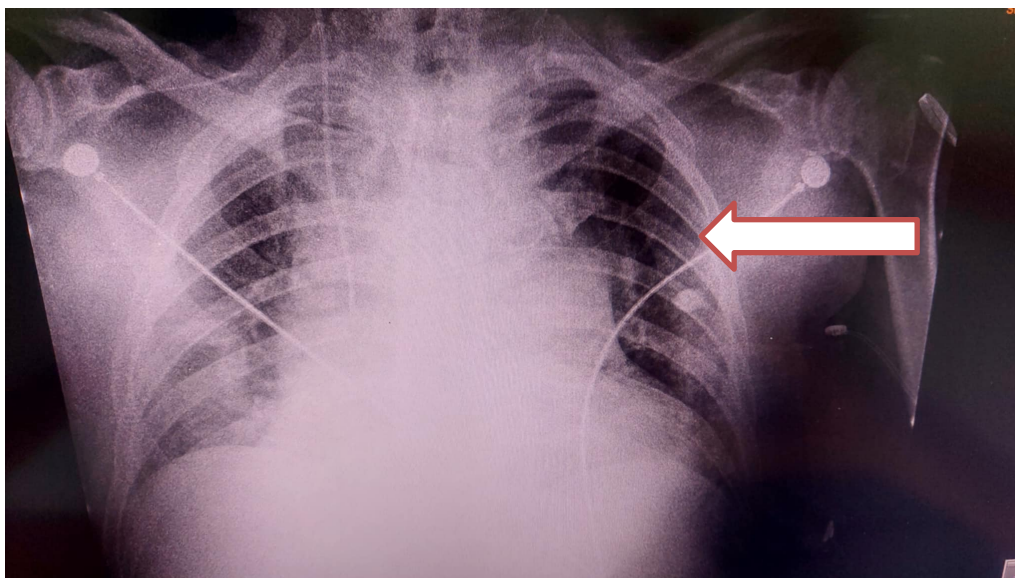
Chest X-ray – 22.01.2022
